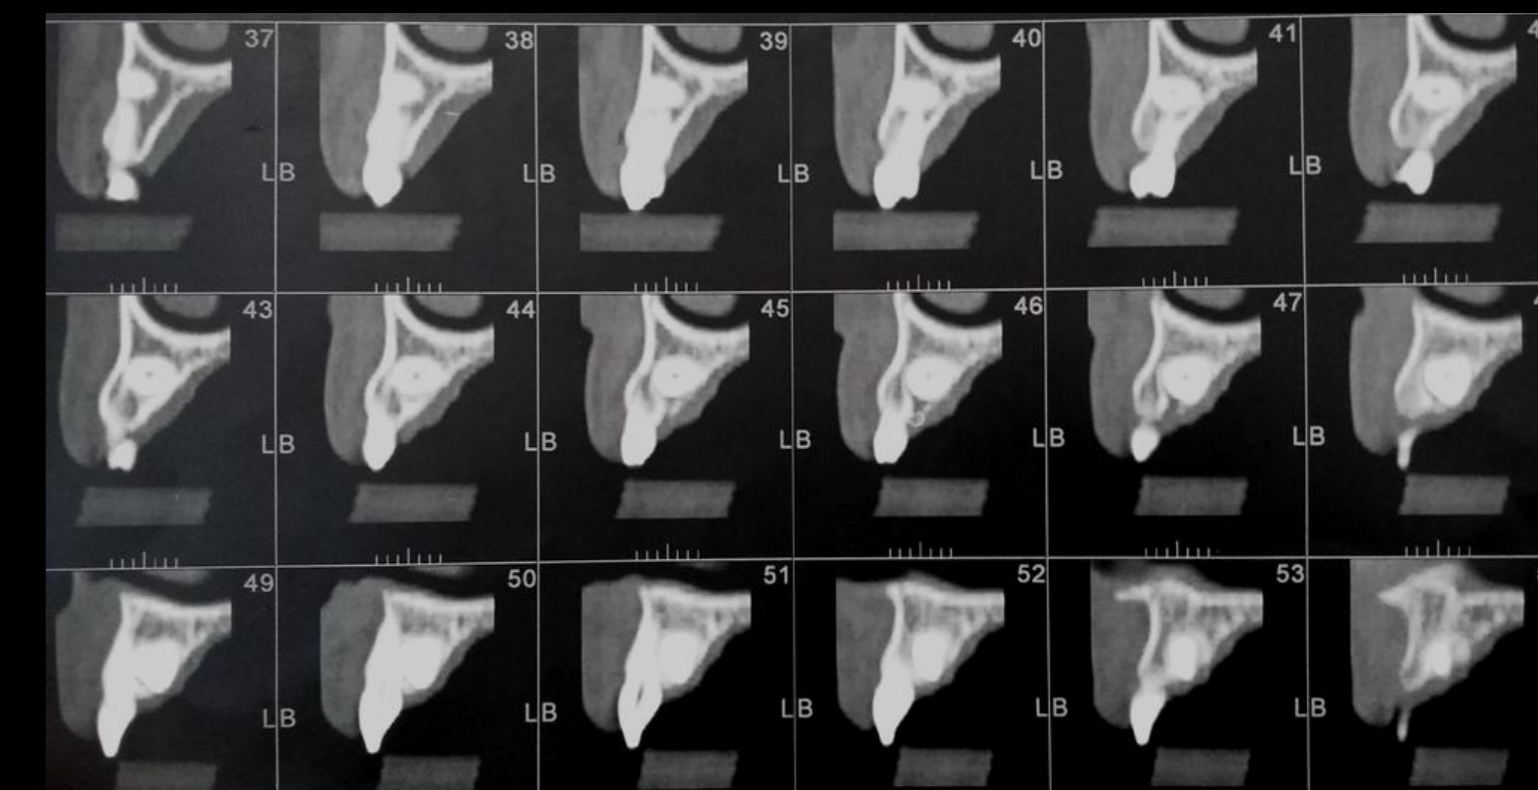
Tomografia Computorizada para estudo do posicionamento do dente 13 incluído.
